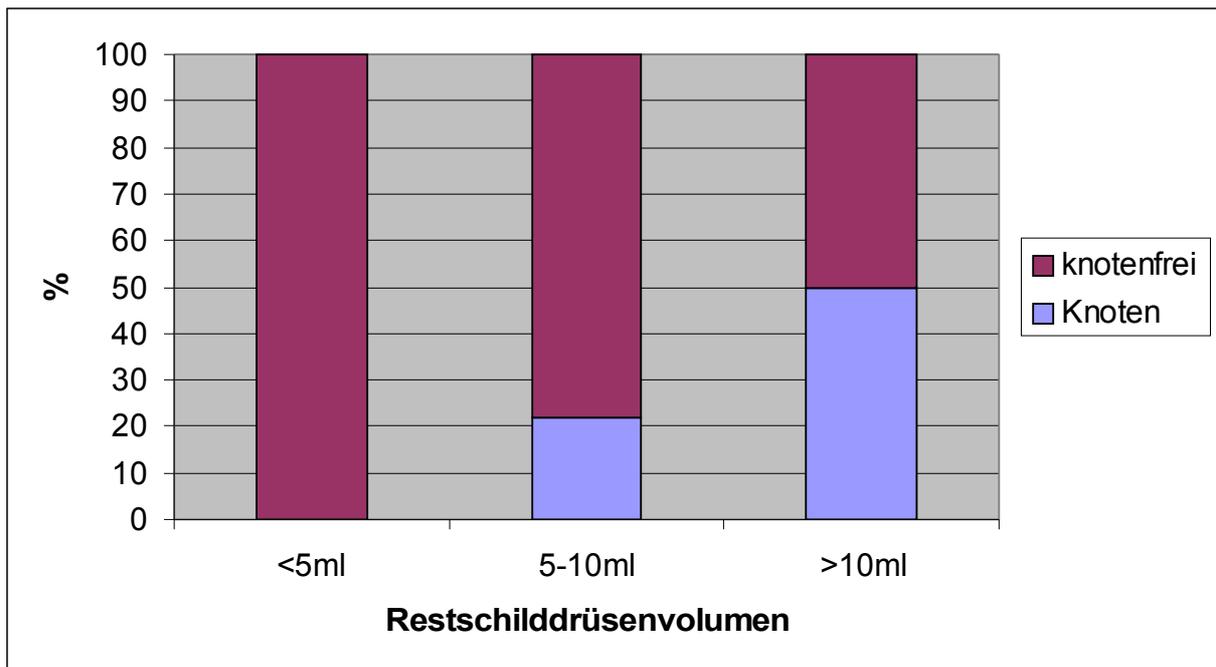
Ergebnis der sonographischen Knotenbestimmung in Abhängigkeit zum Schilddrüsenvolumen (n = 109)
